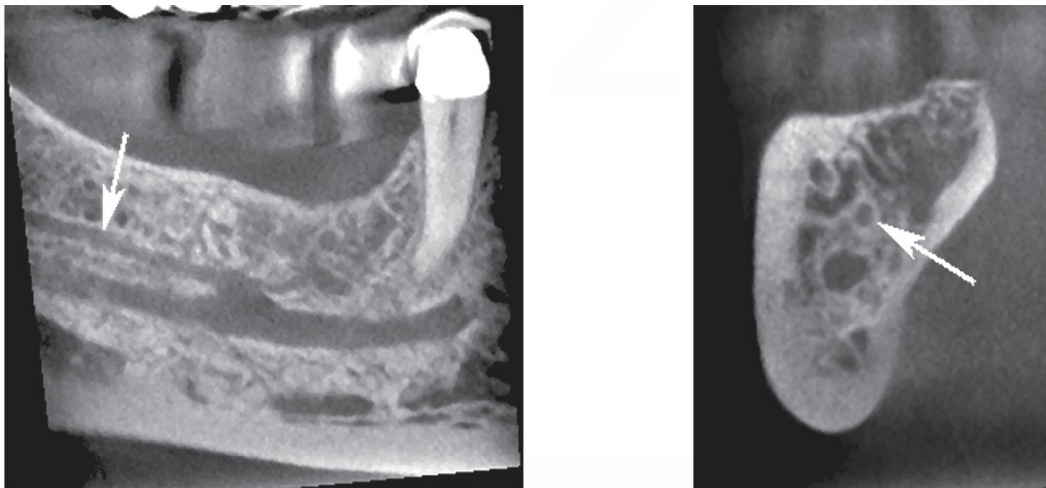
Reconstitution panoramique et coupe dans le plan frontal d'un cone beam illustrant un canal mandibulaire droit de type 3 [77].
